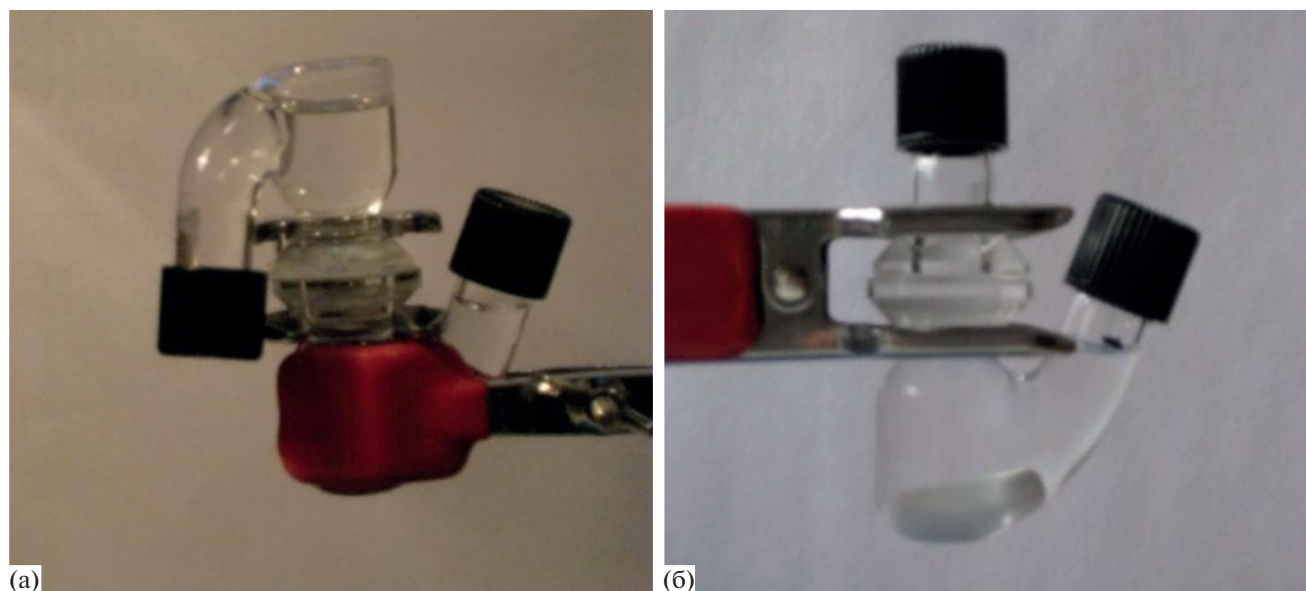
Диффузионные ячейки Франца для определения скорости массопереноса ЛВ из жидких образцов (а) и пленок (б).
